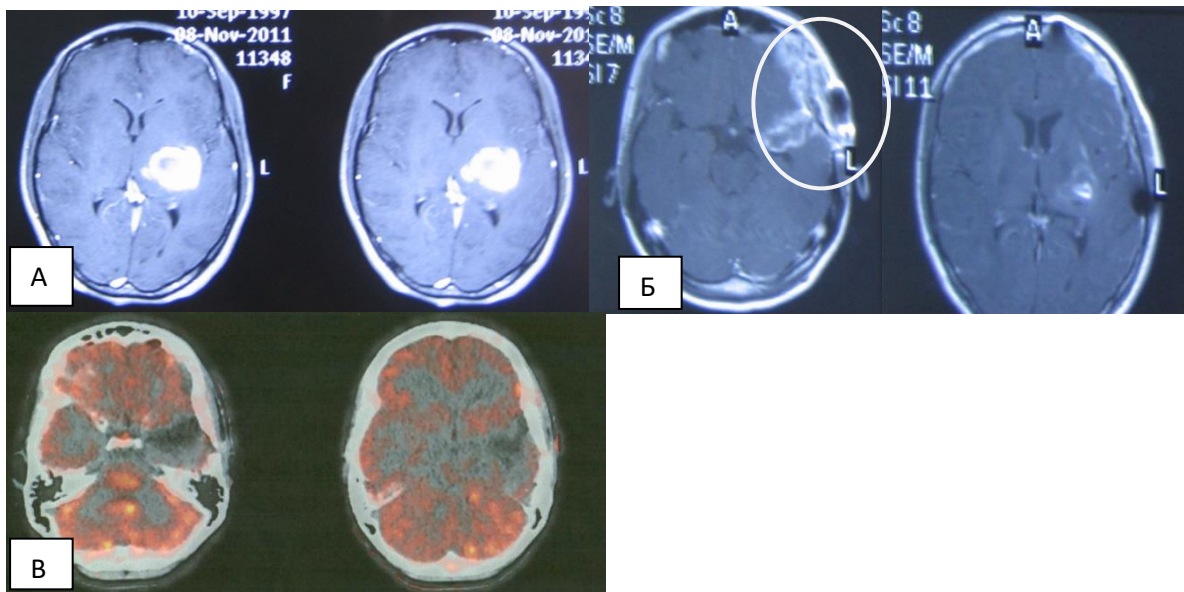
МРТ и ПЭТ с метионином б-ой А., 13 лет (и/б 1188-2008). Дз: Анапластическая астроцитома левого зрительного бугра (А). Состояние после субтотального удаления опухоли и курса лучевой терапии. При контрольной МРТ головного мозга с контрастированием отмечается накопление последнего в левой лобной доле и вдоль операционной раны (отмечено кругом) (Б). По данным ПЭТ, однако, в указанной зоне накопления РФП не выявлено (В)
